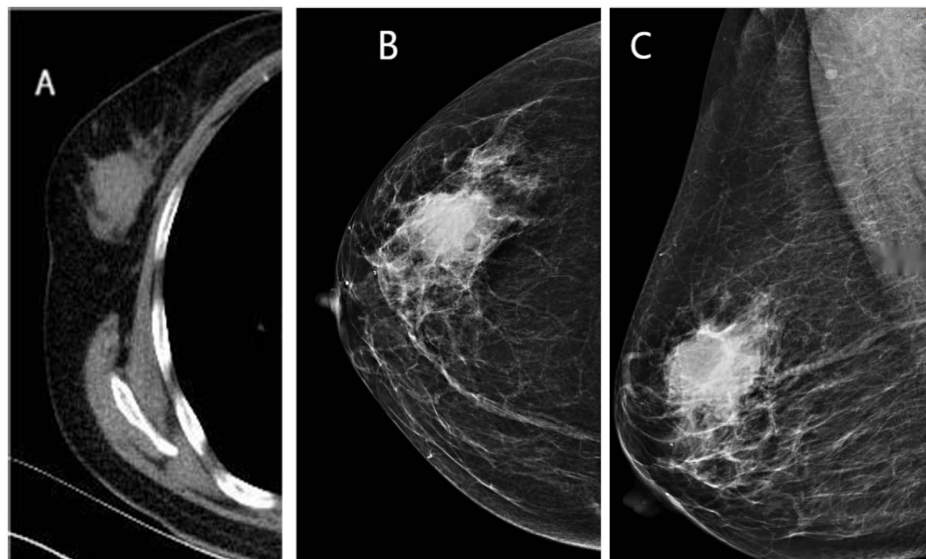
CT and X-ray findings of a case of diffuse large B-cell lymphoma
